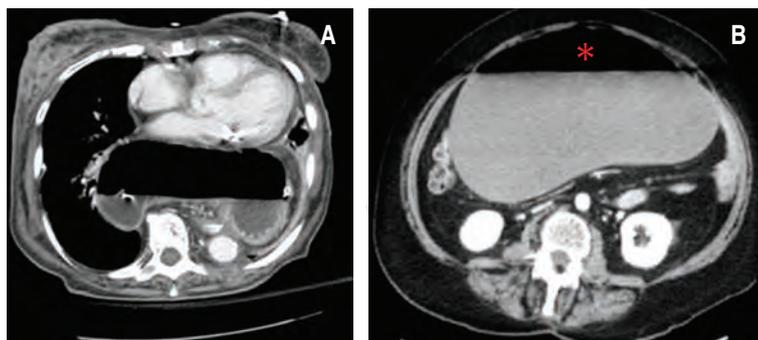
Tomografía axial computarizada de mujer de 50 años. A) Se observa hernia hiatal con estómago intratorácico. B) Dilatación con nivel hidroaéreo presente (*).
